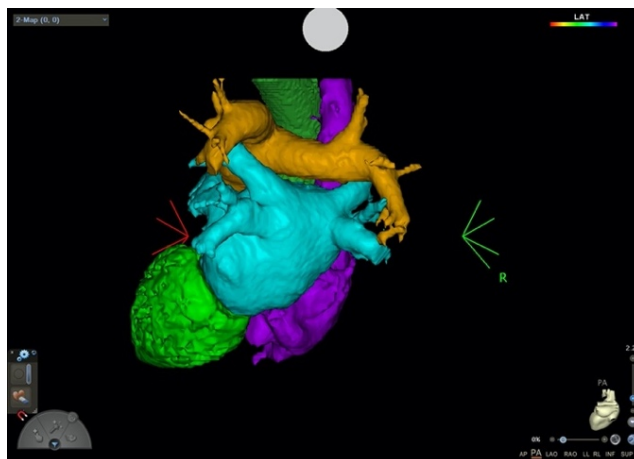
TC cardíaco en 3D en vista posterior. (Imagen cedida por el CHGUV)
